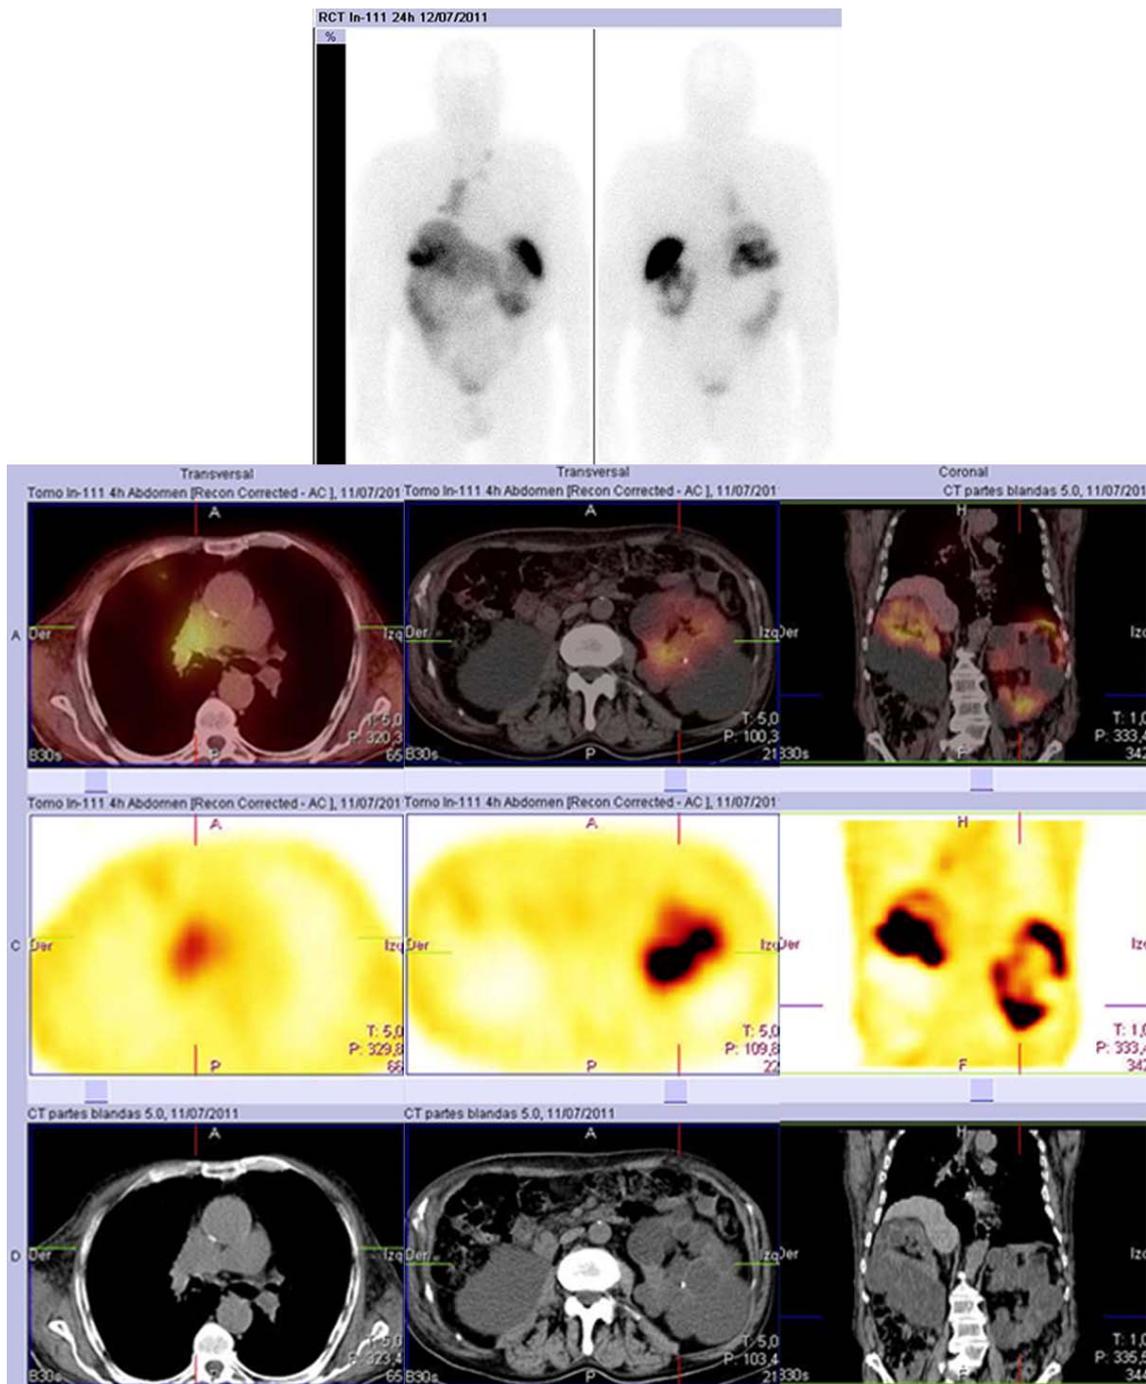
Paciente con carcinoma de células pequeñas con diferenciación neuroendocrina del lóbulo superior derecho remitido para valorar el estado de los receptores de somatostatina para elección del tratamiento (biopsia: punción transbronquial). En la gammagrafía se observa un acúmulo de radiotrazador en la región del hilio pulmonar derecho así como en el mediastino superior derecho e izquierdo en relación con lesiones pulmonares conocidas. Se observan también dos focos con captación heterogénea localizados en el abdomen superior derecho e izquierdo que en el SPECT/CT corresponden a ambos riñones que se hallan además desplazados en relación con poliquistosis renal (foco 145).
